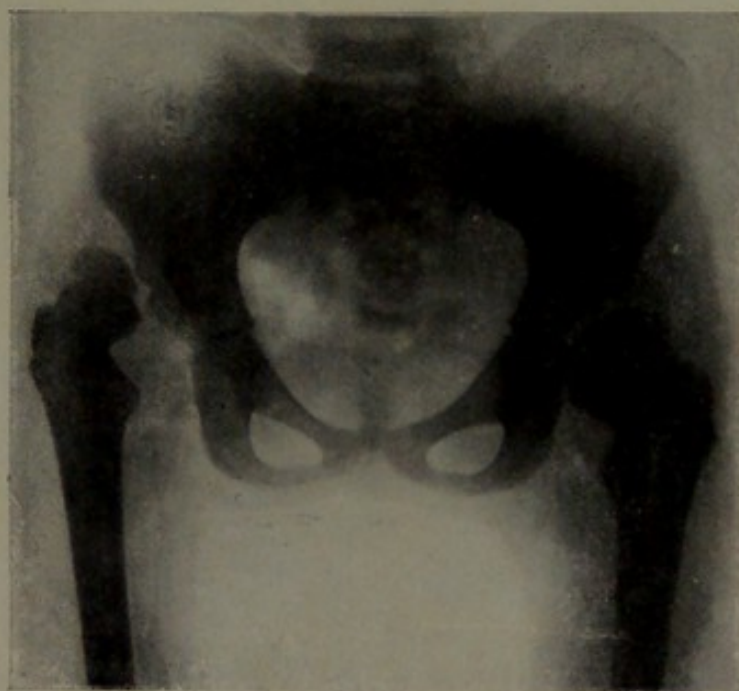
Radiografia di una lussazione unilaterale.
